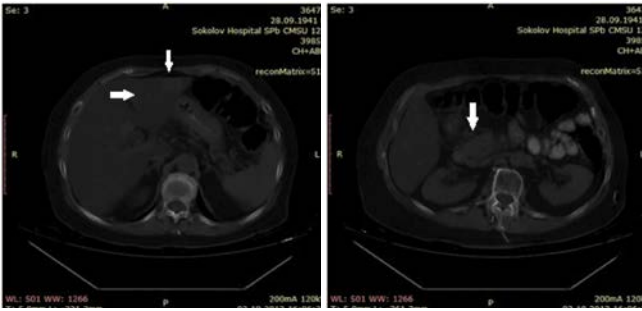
КТ брюшной полости от 03.10.2013
